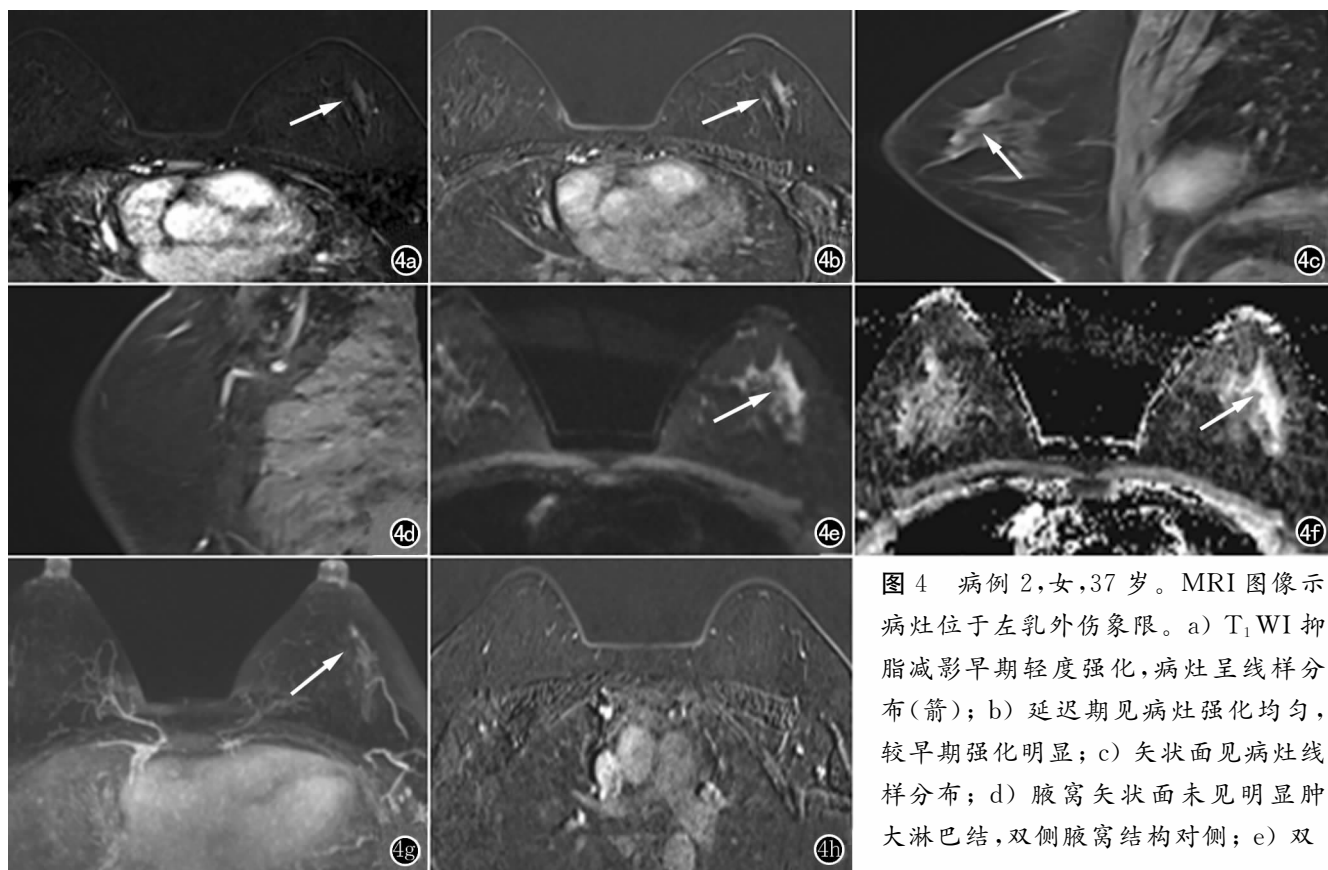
病例 2, 女, 37 岁。MRI 图像示病灶位于左乳外伤象限。a) T₁WI 抑脂减影早期轻度强化, 病灶呈线样分布(箭); b) 延迟期见病灶强化均匀, 较早期强化明显; c) 矢状面见病灶线样分布; d) 腋窝矢状面未见明显肿大淋巴结, 双侧腋窝结构对侧; e) 双
